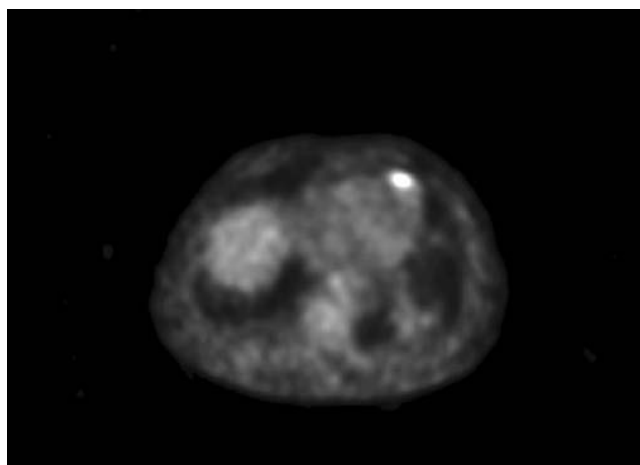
CT-PET showing a sharp area of hypermetabolism at the cardiac apex positive for neoplastic lesion in patient with a previous history of Achilles tendon fibrosarcoma.
